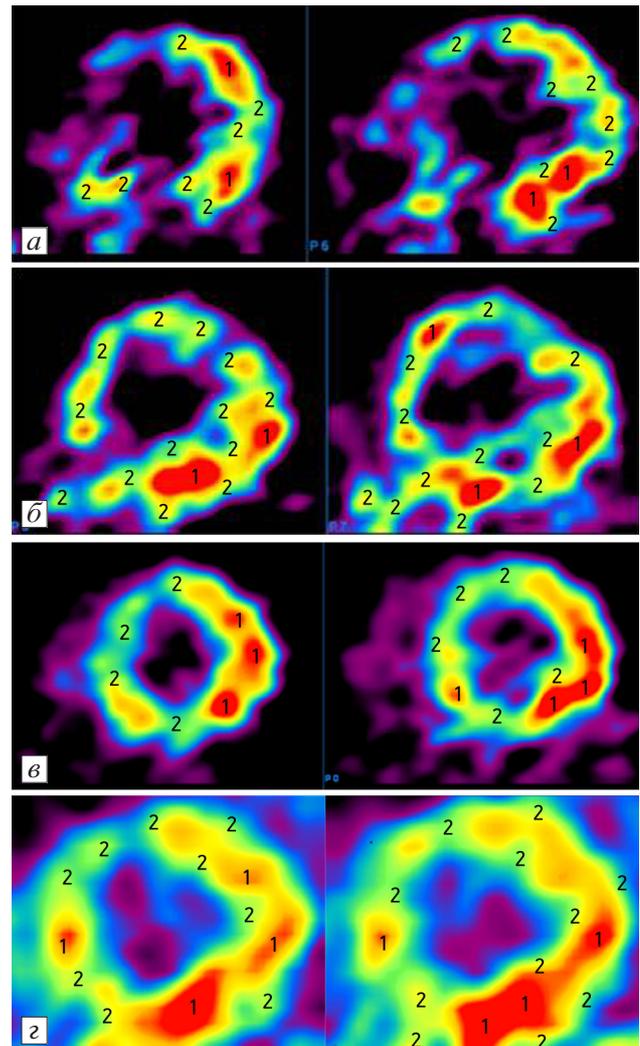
Динамика изменения захвата глюкозы у пациента М. при ПЭТ с использованием ^{18}F -фтордезоксиглюкозы (срезы по короткой оси).
